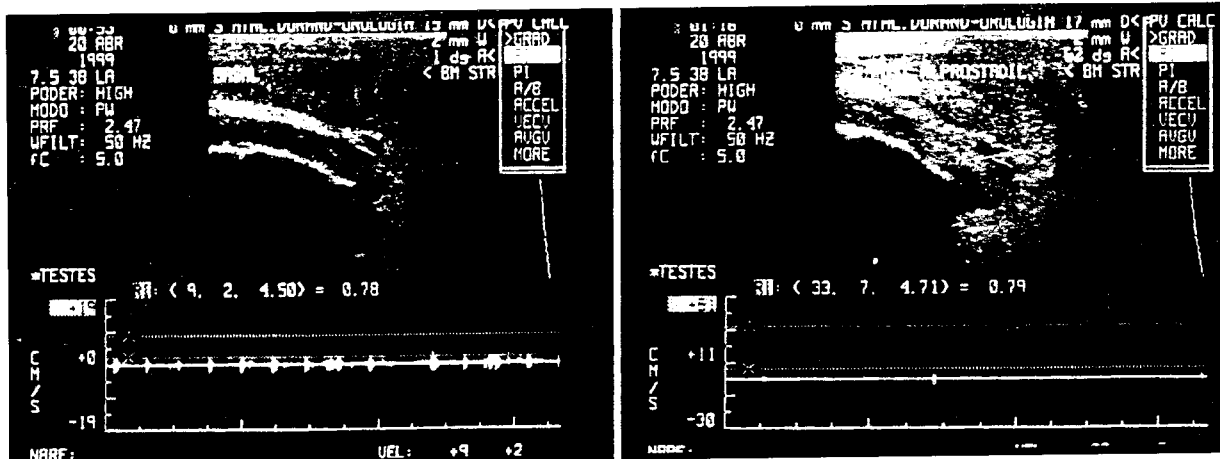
Ecodoppler de clitoris pre y post Alprostadil gel.*
